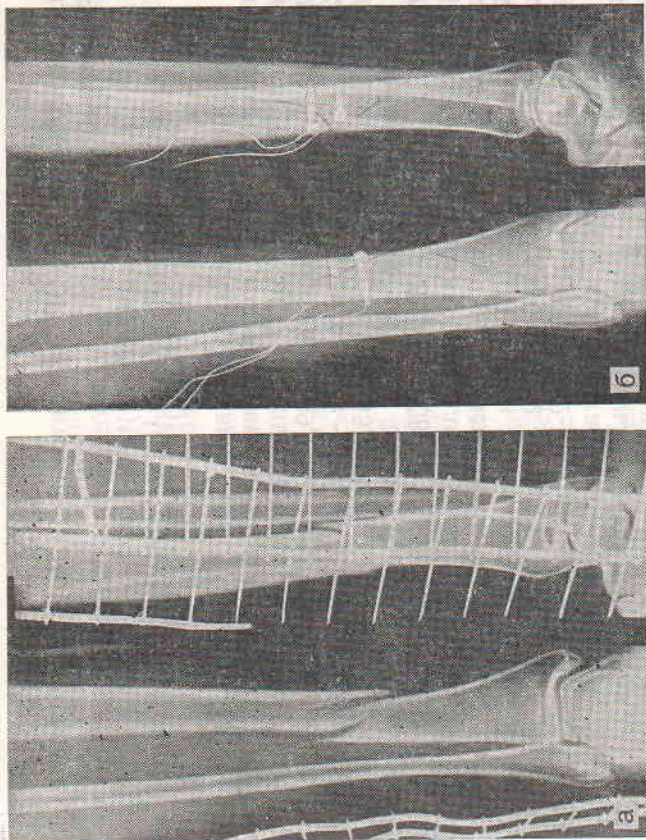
Рентгенограммы больного С. при поступлении в клинику (а), через 1,5 (б) и 3 (в) мес после остеосинтеза винтами и ЭСО. Сращение отломков по первичному типу.
